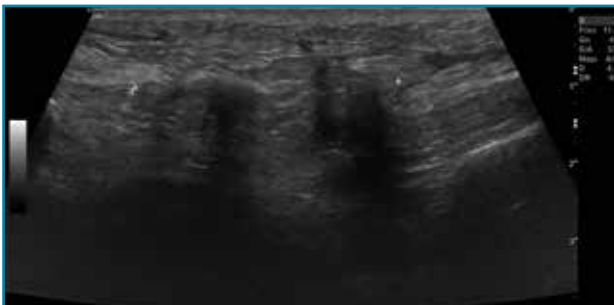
Corte sagital de una ecografía de rodilla: ausencia del tendón rotuliano por rotura completa, con hematoma señalado en el trayecto del tendón.
